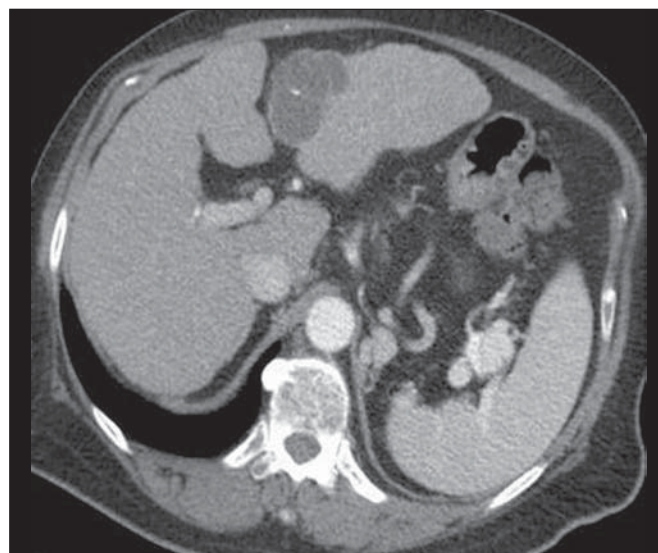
Cistoadenoma biliar. TC com contraste na fase portal mostra lesão cística com finos septos internos e focos de calcificação de permeio.
